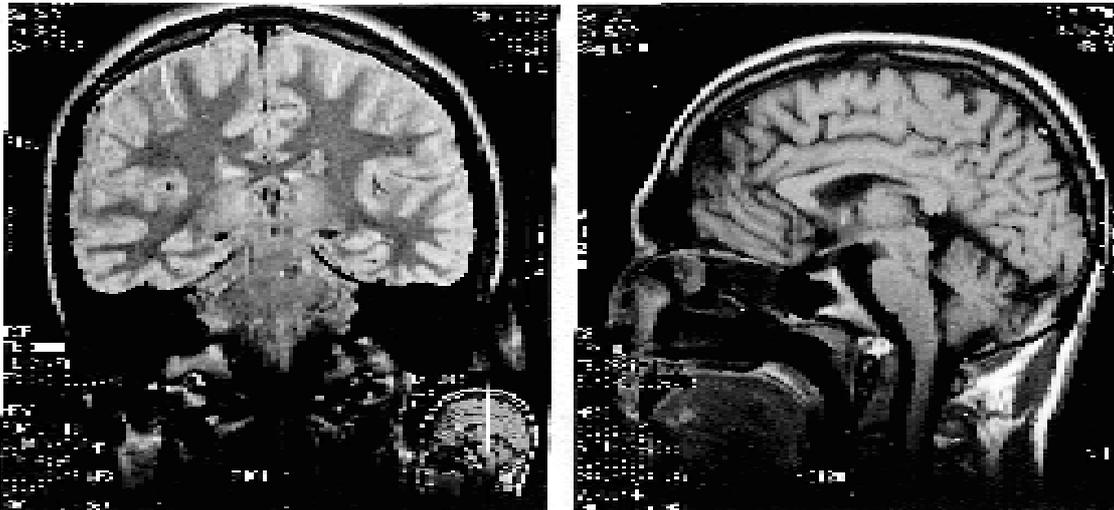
Caso 3. RM posoperatoria coronal a izquierda y septal a derecha. Ha desaparecido la lesión. Sólo se visualiza un punto hiperintenso a izquierda, que podría corresponder a un mínimo remanente capsular.
